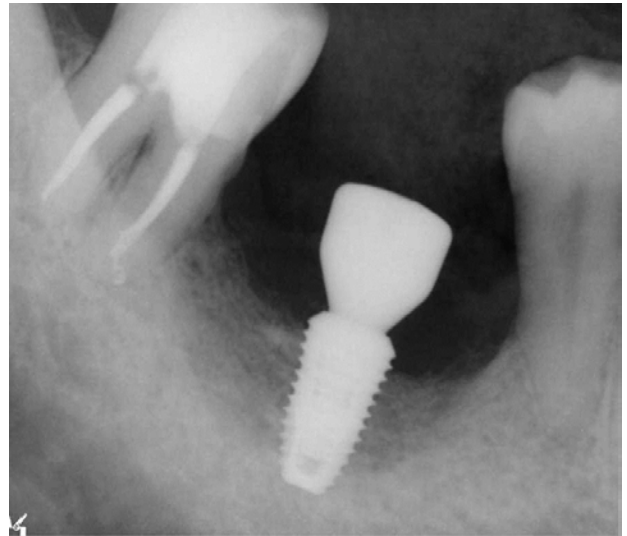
Periapical radiograph after second surgery. Increasing peri-implant bone density was observed.
